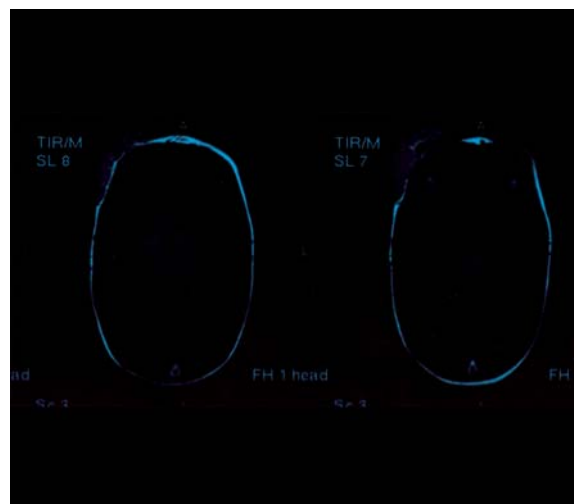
RMN cerebral, corte transversal, evidenciando o atingimento do osso frontal
